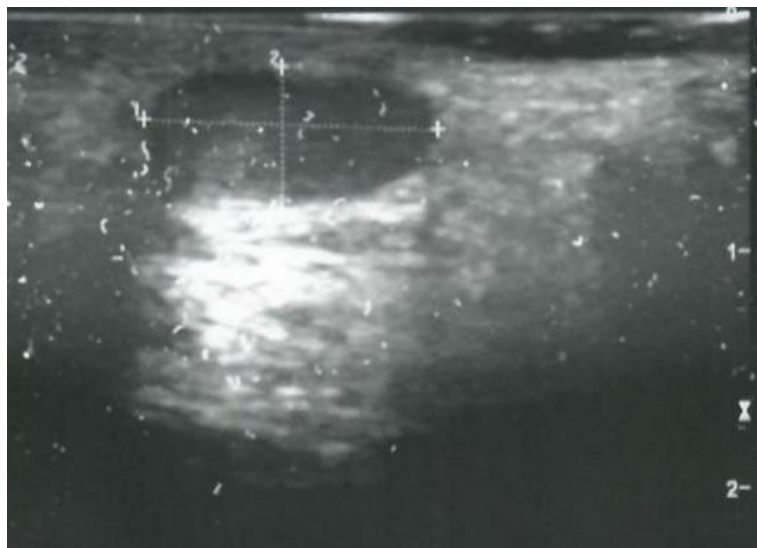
УЗИ. Рецидивная форма ЭКХ. Наличие свищевое канала и остаточной полости в области расположения послеоперационного рубца
